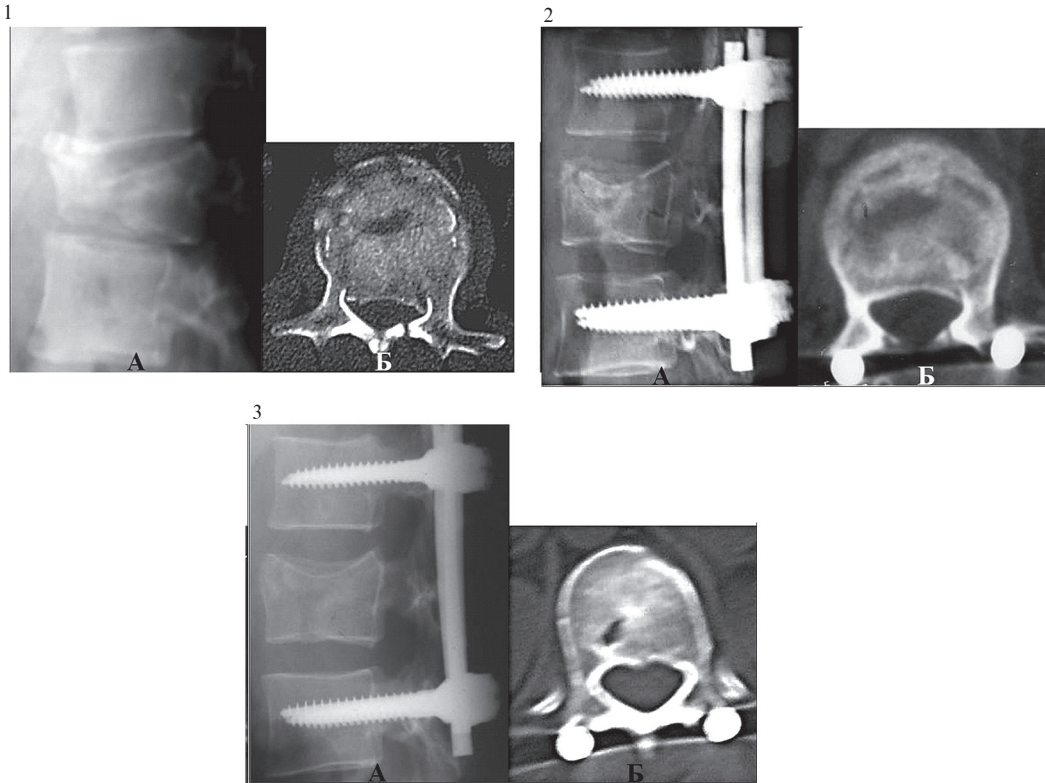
1: А — боковая рентгенограмма поясничного отдела позвоночника, клиновидная деформация позвонка L_{11} IV степени, кифотическая деформация на 20° ; Б — компьютерная томограмма, смещение отломка тела позвонка в просвет позвоночного канала. 2: А — боковая рентгенограмма позвонков L_1-L_{11} , фиксированных транспедикулярной конструкцией; ось позвоночника восстановлена; Б — компьютерная томограмма, восстановлена форма тела позвонка и позвоночного канала. 3: А — боковая рентгенограмма поясничного отдела позвоночника; положение, достигнутое при коррекции, сохранено; Б — компьютерная томограмма на уровне позвонка L_{11} , определяется смещение отломков L_{11} в срок 6 мес.
